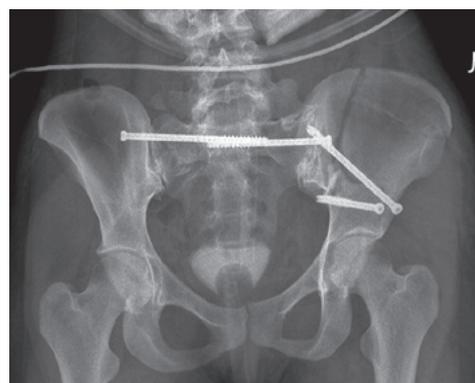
Рентгенограмма таза после операции
